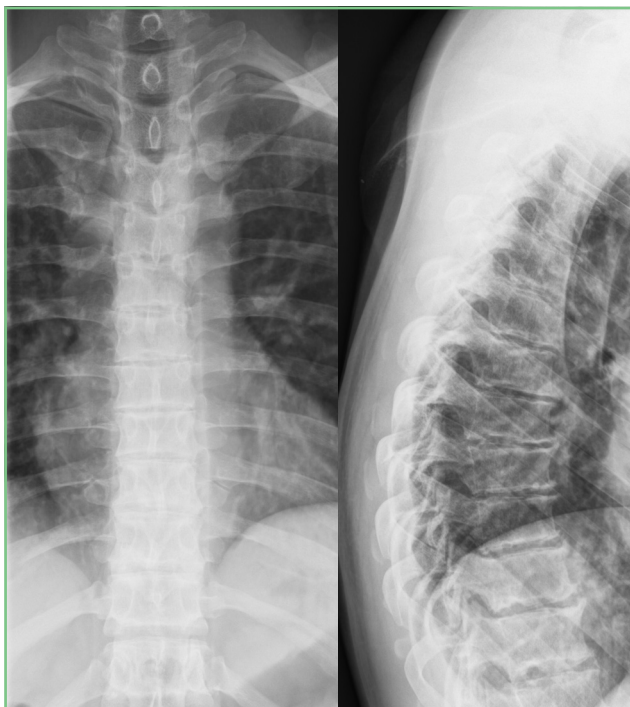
Radiografía de columna dorsal en proyecciones anteroposterior y lateral.
